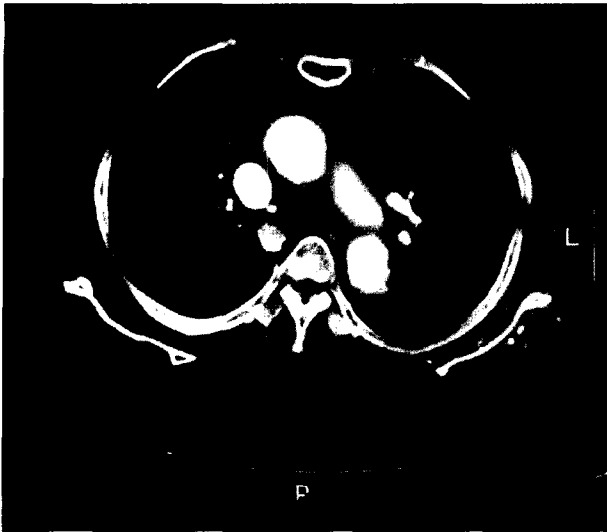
Preoperative chest CT shows the intramural hematoma of ascending aorta.
